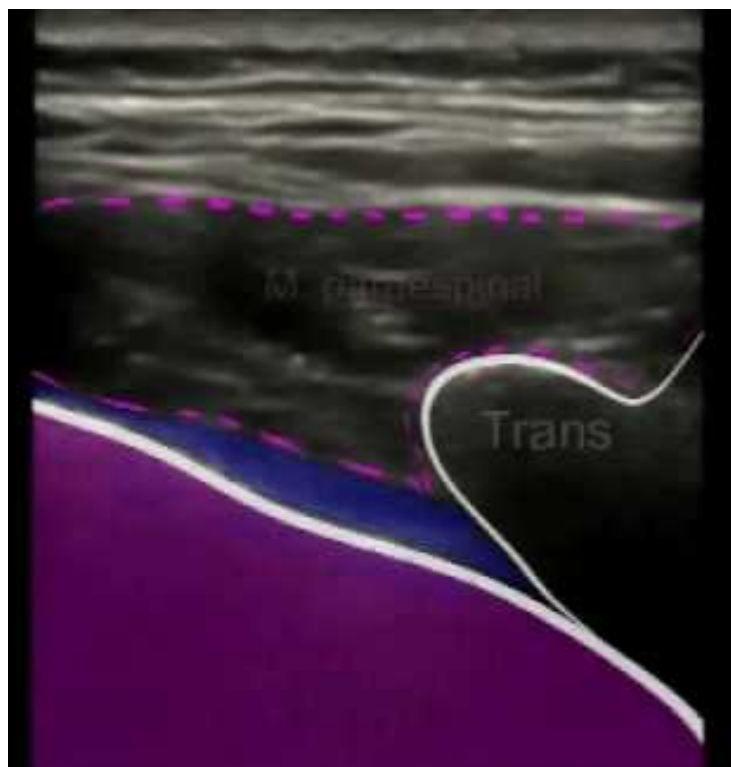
Sonografia de l'espai paravertebral (en blau) contigu a l'apòfisi transversa a nivell medial i que reposa sobre la pleura i el pulmó (en violeta) a nivell anterolateral.
